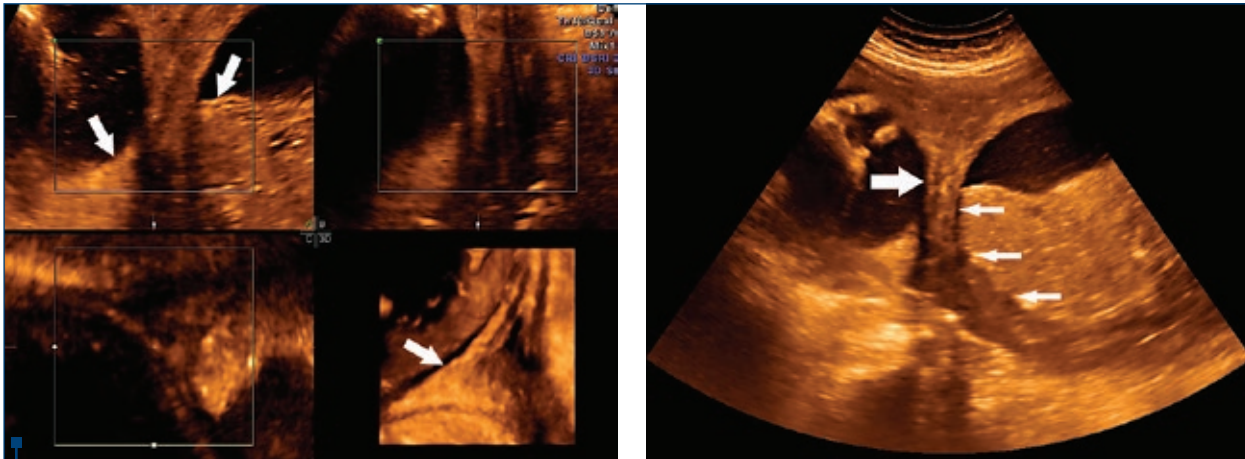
Ecografie transabdominală și reconstrucție tridimensională la 36 de săptămâni gestaționale, demonstrând septul uterin și masa placentară care îl înconjoară
